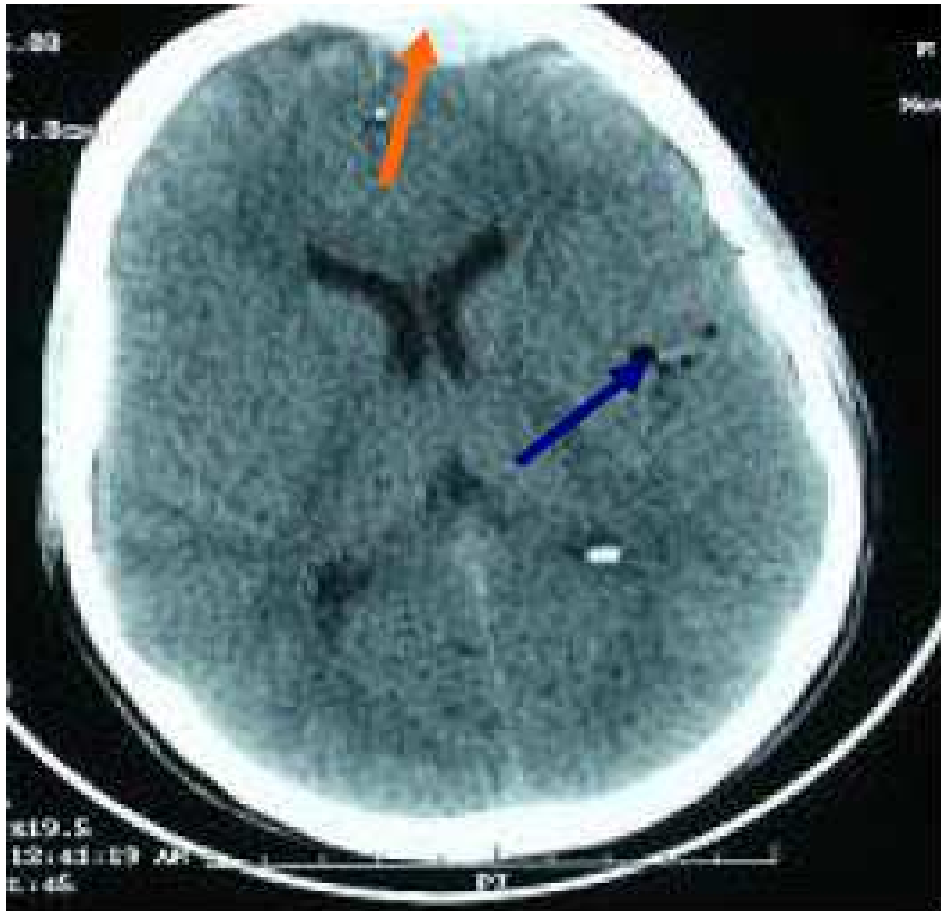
TDM en coupes axiales montrant un HED frontal gauche (↗)
